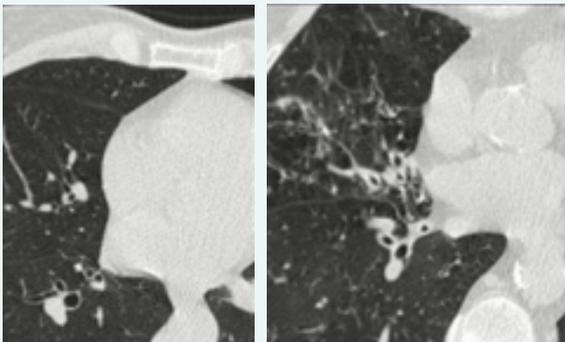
Coupe TDM parenchymateuse axiale montrant à gauche une épaisseur normale des bronches contre un épaississement bronchique proximal à droite au cours d'une BPCO.
